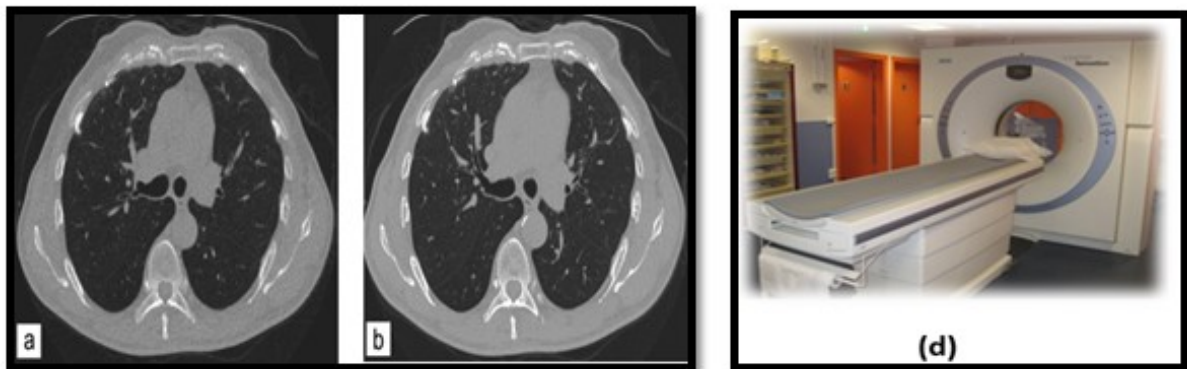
Exemples d'une coupe d' TDM.
